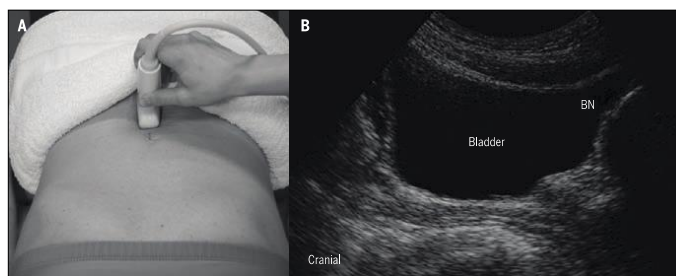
(A) Ultrasound transducer placement for sagittal ultrasound imaging of the bladder using the transabdominal approach. (B) A sagittal ultrasound image of the bladder. Reprinted from *Ultrasound Imaging for Rehabilitation of the Lumbopelvic Region: A Clinical Approach*, by Whittaker,³⁴ with permission from Elsevier. Abbreviation: BN, bladder neck.
